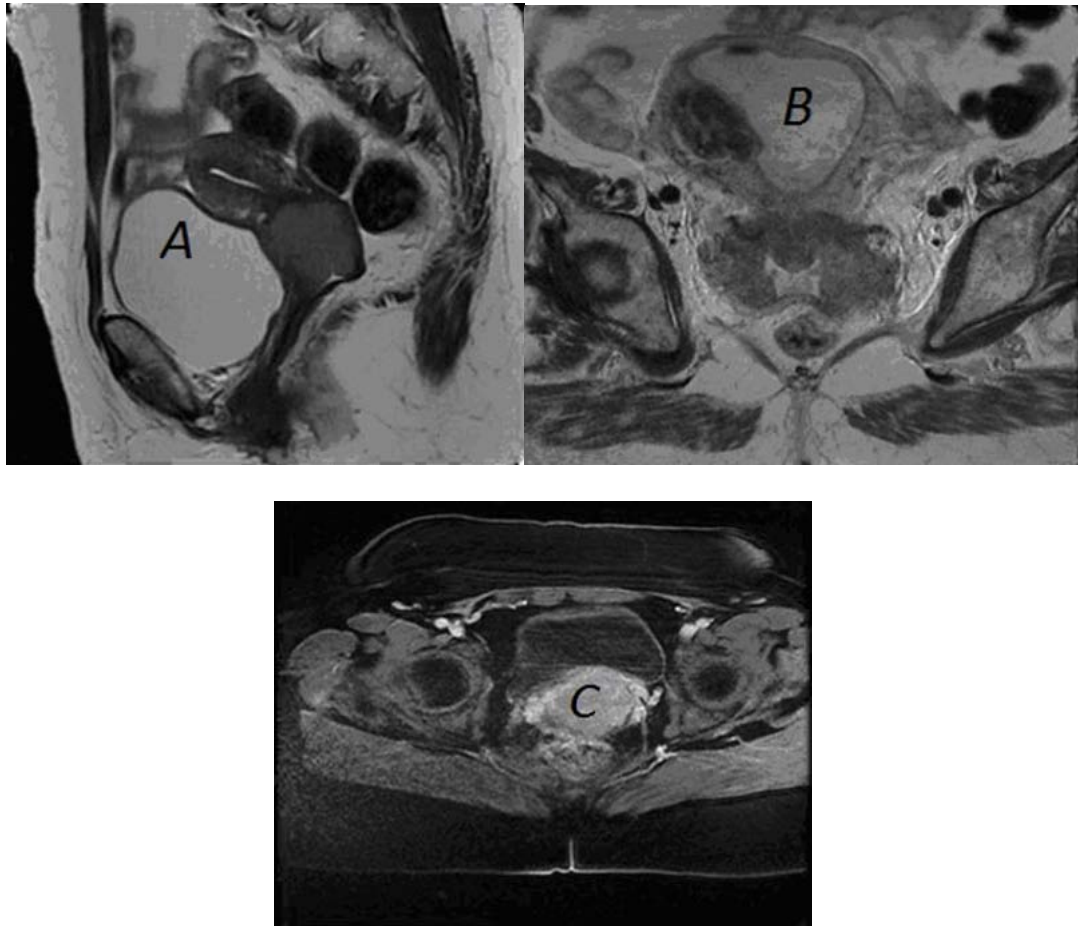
IRM en pondération T2 (patientes différentes) en coupe sagittale (A), axiale (B) et en pondération T1 C+ coupe axiale (C). Taille tumorale. Tumeur du col utérin mesurant dans le plus grand axe : (A) :30mm ;(B) 70mm ;(C) :58mm
